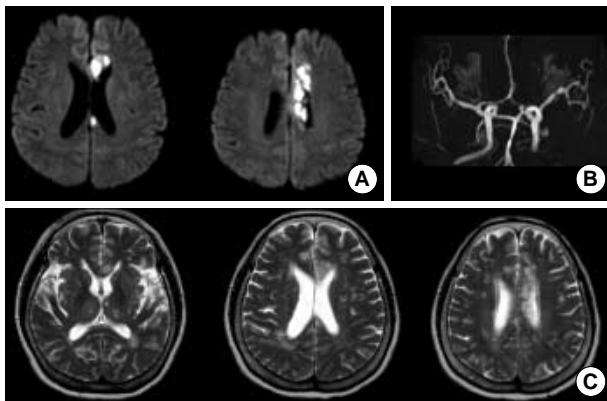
Neuroradiological findings. (A) Axial diffusion-weighted MR images showed high signal intensities in the territory of left anterior cerebral artery, mostly involving the corpus callosum. (B) MR angiographic images showed occlusion on left anterior cerebral artery and mild focal stenosis on bilateral middle cerebral arteries. (C) T2-weighted MR images depicted some lacunes on thalamus and multiple small patches of white matter hyperintensities.
